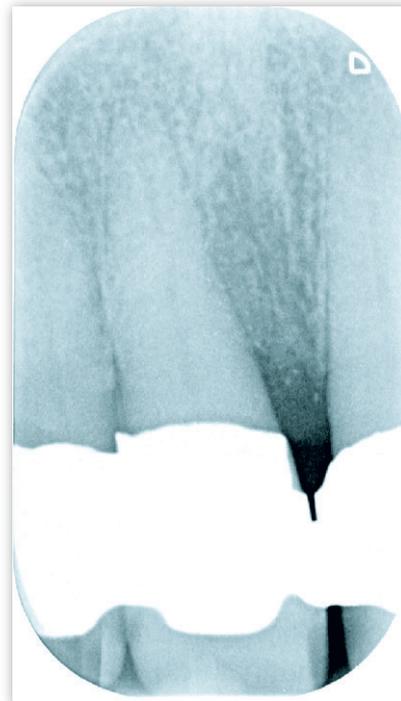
Panoramaröntgenbild ca. 3 Jahre nach Beendigung der prothetischen Versorgung
